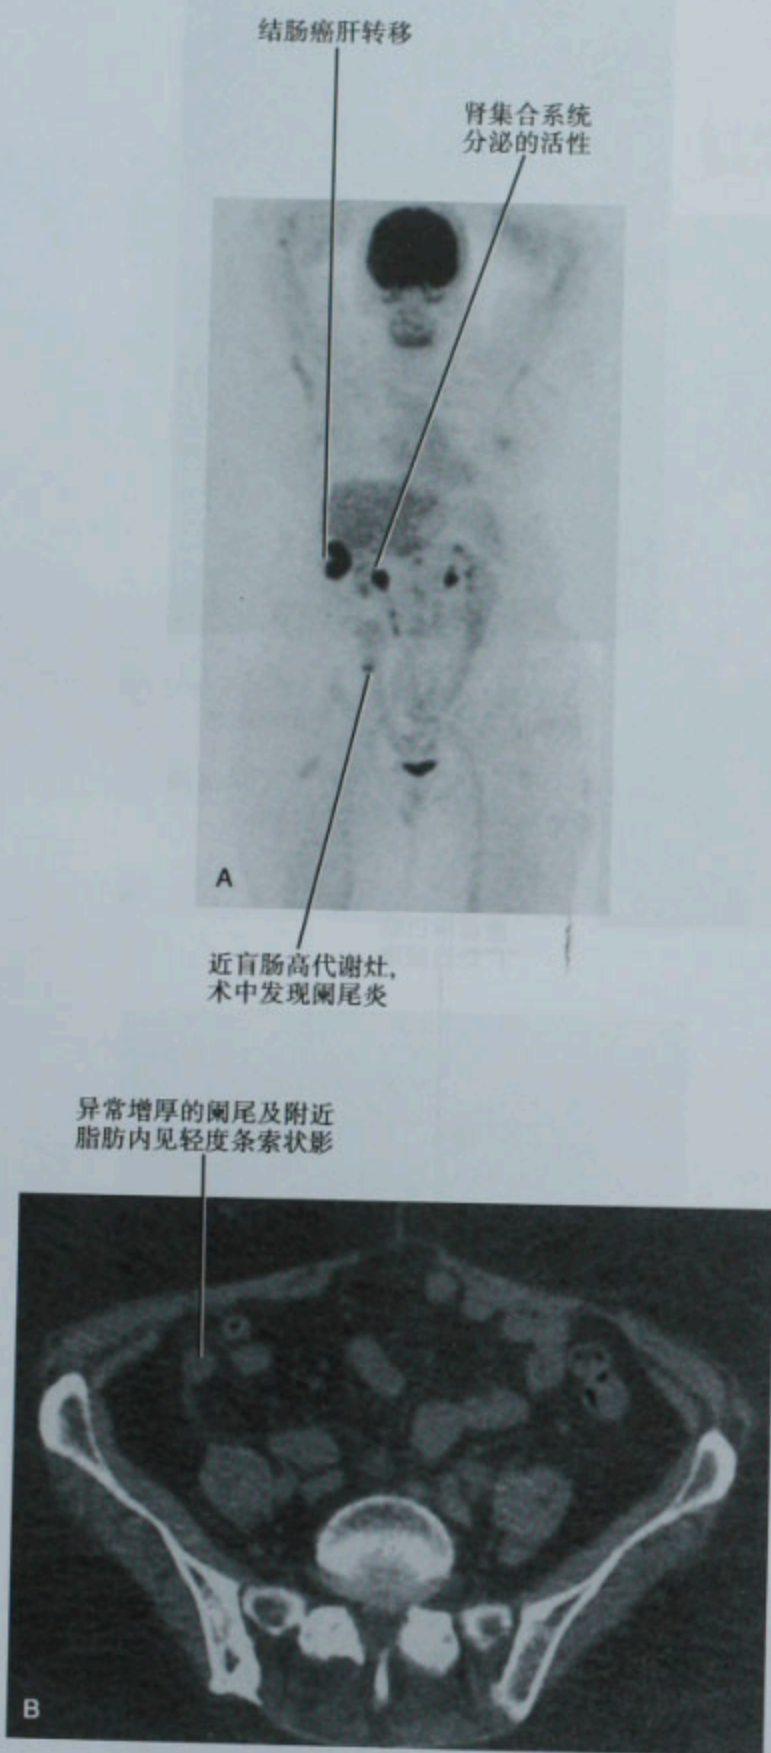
A. 结肠癌转移患者的 PET 冠状面图像,用于评估肝脏单个病变的可能切除性。患者也有早期阑尾炎使盲肠附近代谢活性增高;B. 与 A 图同一患者的 CT 横断面图像表现为阑尾增厚并有脂肪内条索状影,相应的 PET 图像示局部活性增高,手术证实为阑尾炎
